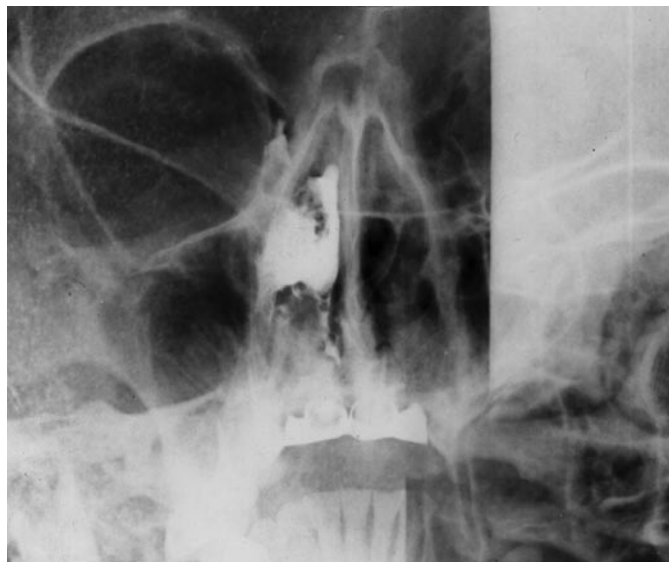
Рентгенограмма с контрастированием слёзных путей справа, прямая проекция (стрелка указывает на расширение и смещение слёзного мешка)
